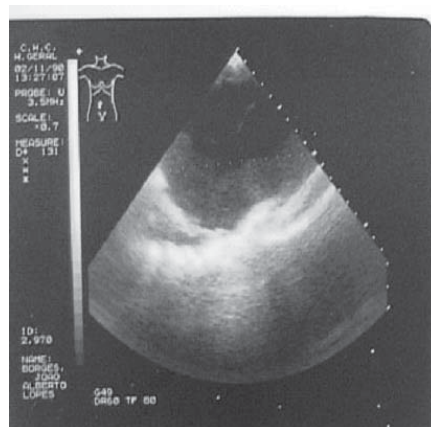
Ecografia abdominal, D18, mostrando o pseudo-quisto abdominal
